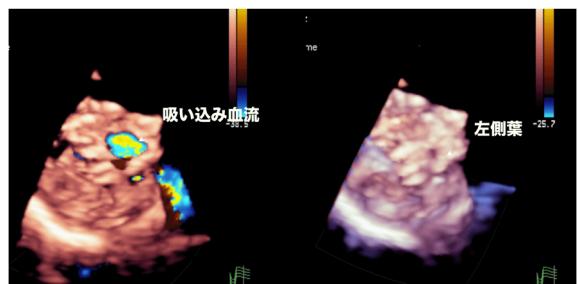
無脾症候群, 右室性単心室, 重症共通房室弁閉鎖不全のカラー経心膜 3D 心エコー
